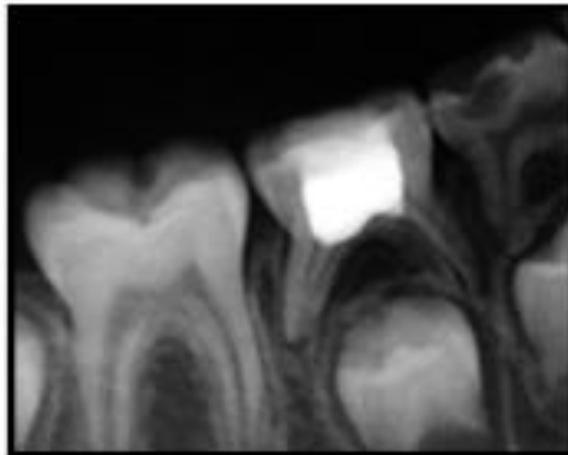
Radiographie rétro-alvéolaire germes apparents (51)
